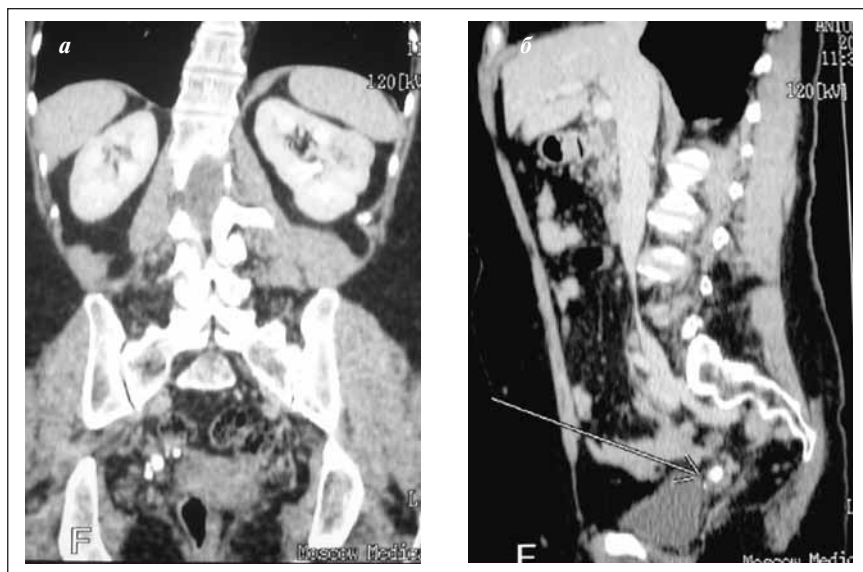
Больная А. МСКТ. Опухоль левой почки (указана стрелкой), МКБ, камень правой почки, камень нижней трети правого мочеточника (указан стрелкой):
